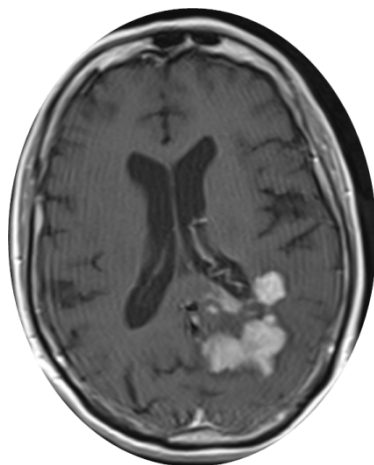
МРТ с контрастом после повторной госпитализации
